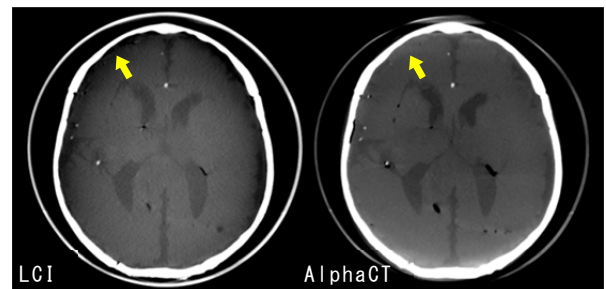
ダイナミックレンジ拡大の画像例 (CBCT)
